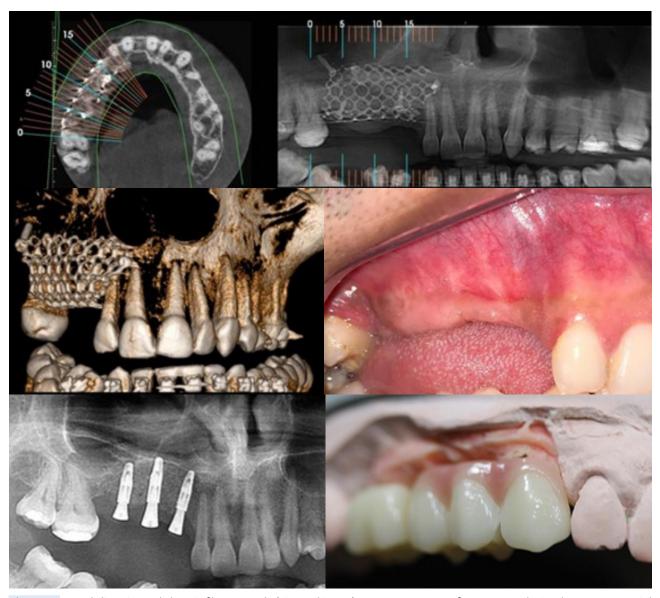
Reabilitação oral do miofibroma solitário oral intraósseo. (A) Tomografia computadorizada em corte axial e reconstrução panorâmica mostrando enxerto ósseo local coberto externamente por tela de titânio. (B) Reconstrução tridimensional evidenciando placa de titânio adaptada. (C) Imagem clínica intraoral mostrando recuperação da altura óssea na região exertada. (D) Radiografia panorâmica onde se observa a instalação dos implantes dentários de titânio como parte da reabilitação oral. (E) Prótese fixa suportada por implantes adaptada no modelo de trabalho.
